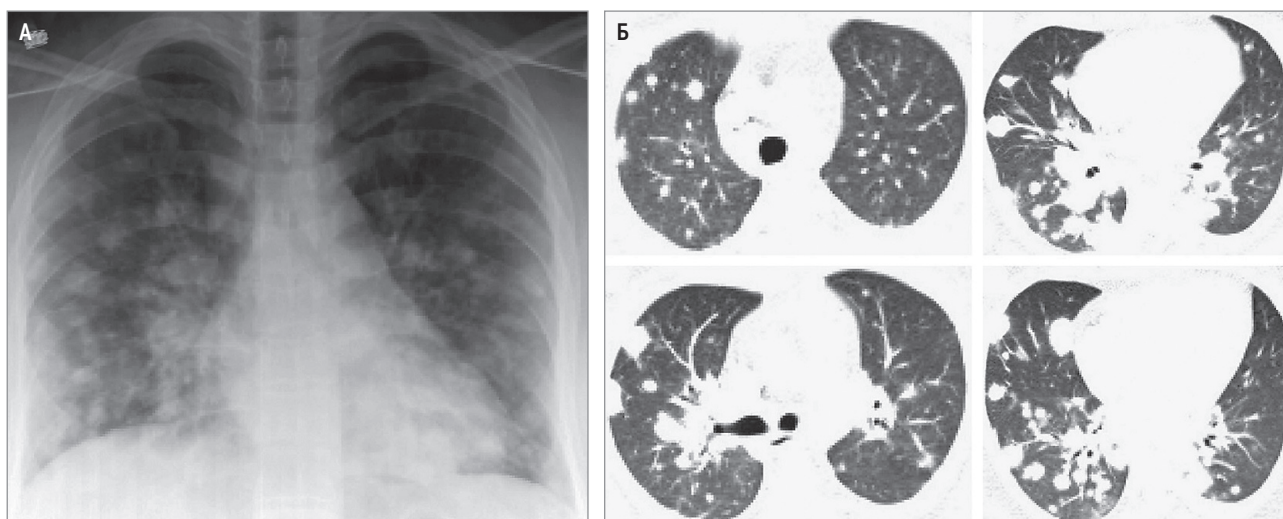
Узелки при гранулематозе с полиангиитом: А – многочисленные 2-сторонние, различного размера легочные узелки; рентгенография в прямой проекции; Б – многочисленные узелки без образования полостей; компьютерная томография высокого разрешения в аксиальной проекции, легочное окно
